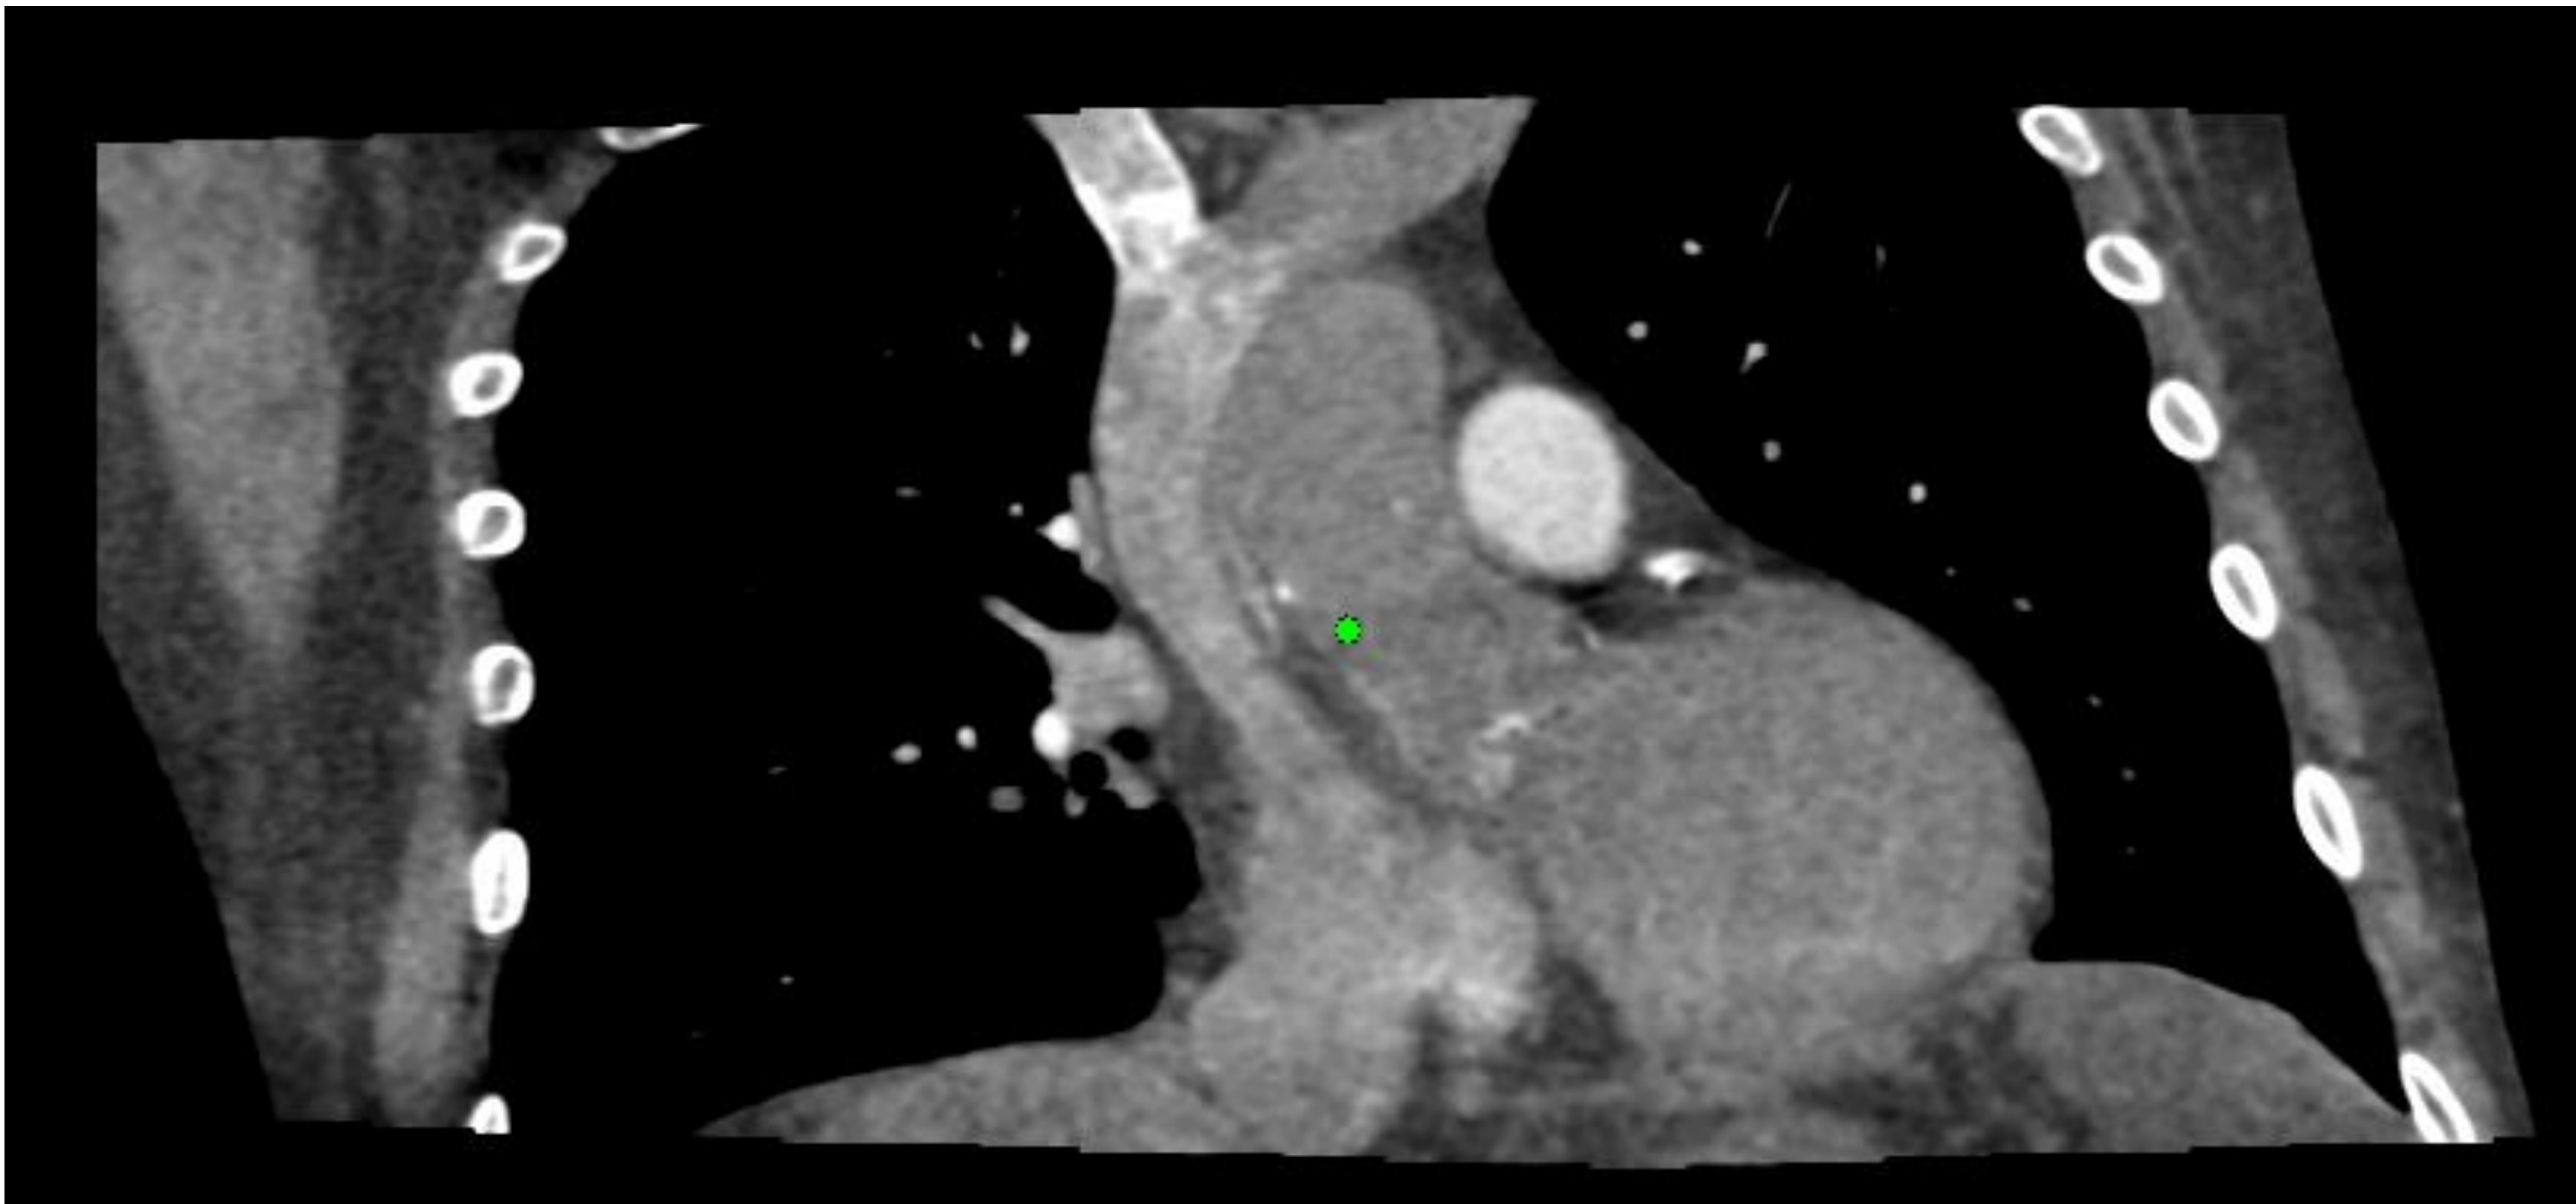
Adquisición de Angio TC con protocolo volumétrico lo que reduce la dosis de contraste y de radiación recibida. Véase la forma ovoidea de la imagen, con pérdida de la visión de bases y de parte de los senos costofrénicos. También la correcta opacificación de las arterias pulmonares (411 UH).
